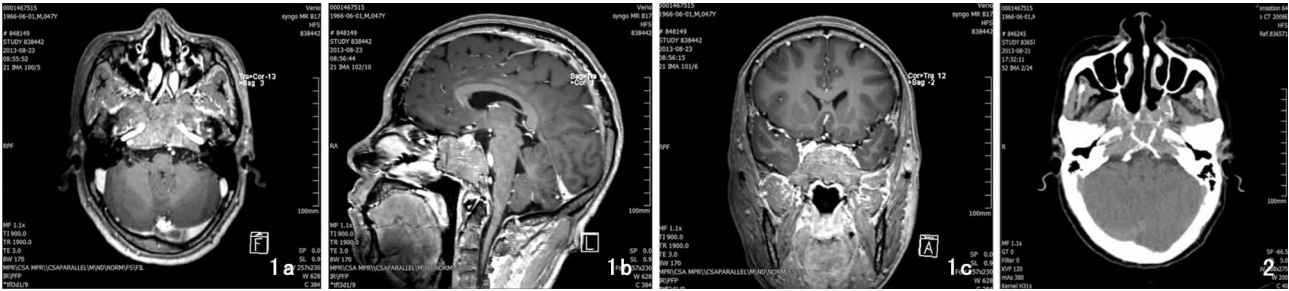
头颅 MRI 增强扫描 1a:可见颅底中央不规则软组织肿块,DTPA 增强扫描呈明显不均匀强化;1b:可见垂体受压,病灶向前突入蝶窦腔内;1c:可见肿瘤不规则生长,向鞍旁侵袭性生长 图 2 头颅 CT 可见斜坡消失,蝶骨破坏,颅底呈溶骨性破坏
